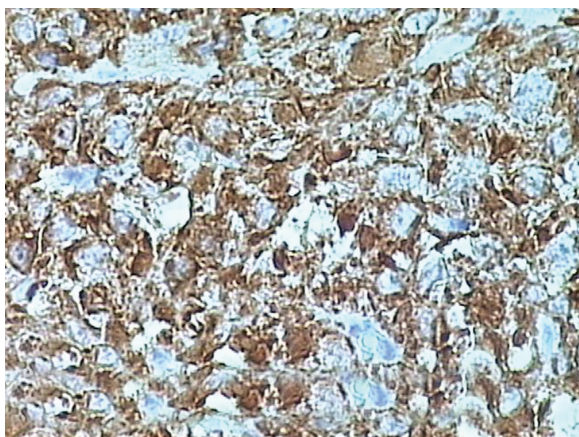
Imuno-histoquímica fortemente positiva para Desmina no RM tipo adulto (400X)
